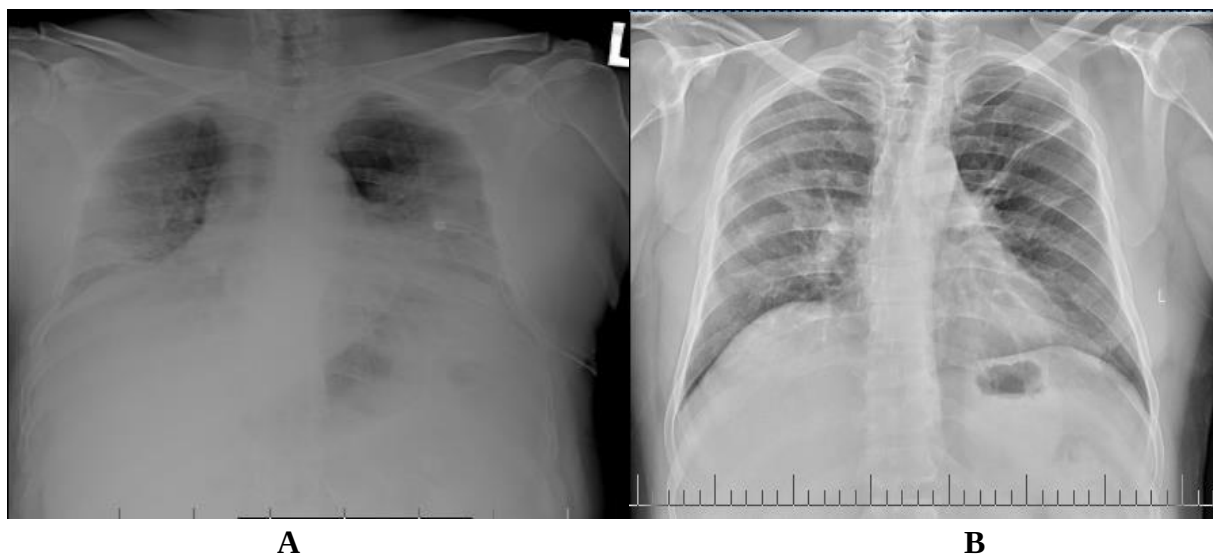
Radiografia cutiei toracice, proiecția postero-anterior (dinamica): A – radiografia cutiei toracice efectuată în dinamică la a 7-a zi de spitalizare, relevă dinamică negativă cu progresia opacității pulmonare difuze, neomogene, de intensitate costală în câmpurile pulmonare medii și inferioare, bilateral; B - radiografia cutiei toracice efectuată la externare relevă dinamică radiologică pozitivă, reabsorbția parțială a infiltratului inflamator.
